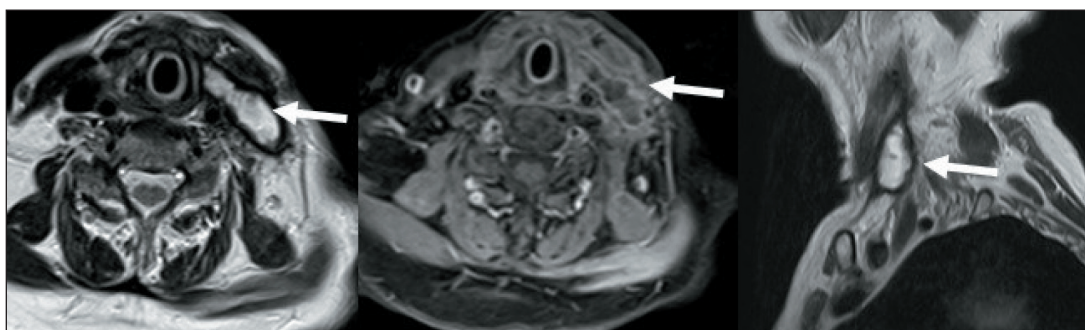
МРТ шеи (28.11.19). Данная картина соответствует послеоперационной гематоме в мягких тканях нижней трети шеи слева, размерами 43×16×37мм
